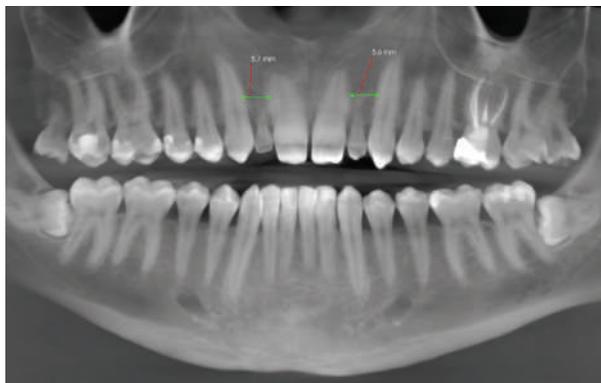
Radiografia panorex
